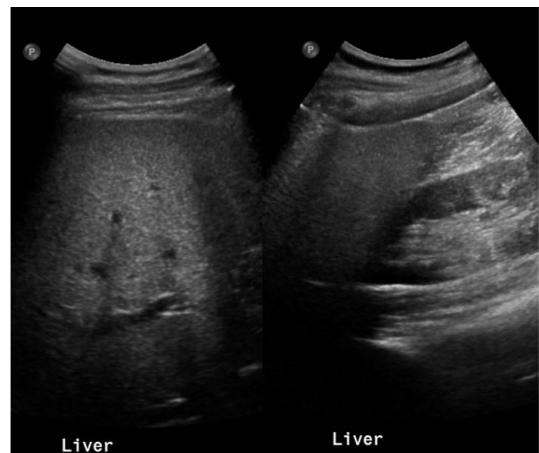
Liver ultrasound.
